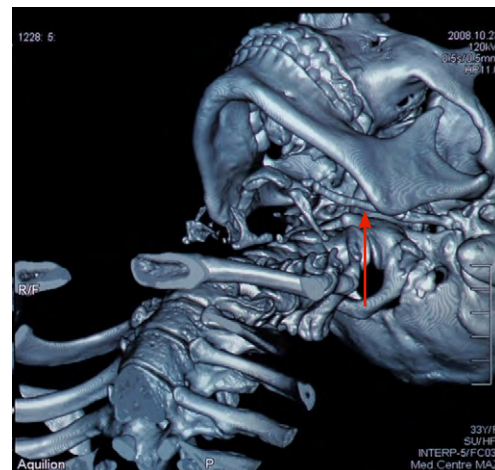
Левый шиловидный отросток срастается с малым рожком подъязычной кости. Гигантский шиловидный отросток (мегастилоид). Женщина, 24 года, данные КТ
